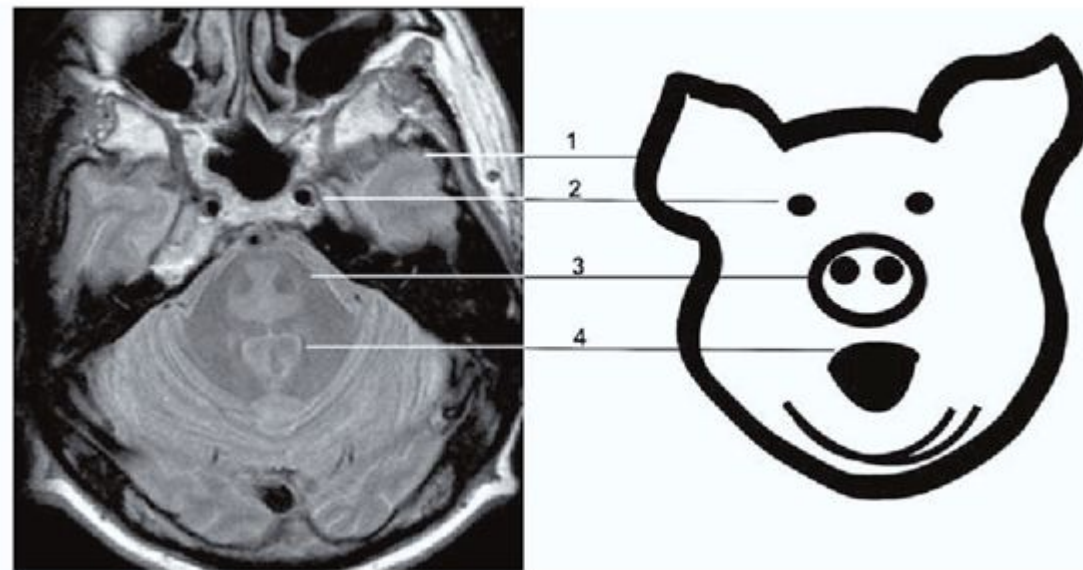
PdT2-weighted magnetic resonance imaging in central pontine myelinolysis. The
